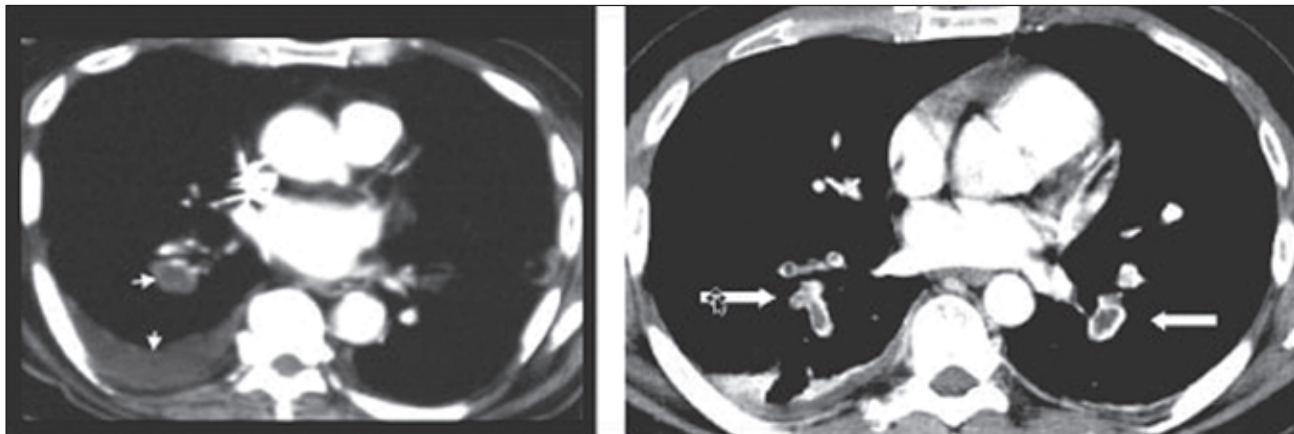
Ознаки ТЕЛА на комп'ютерній томографії (вказані стрілками)
